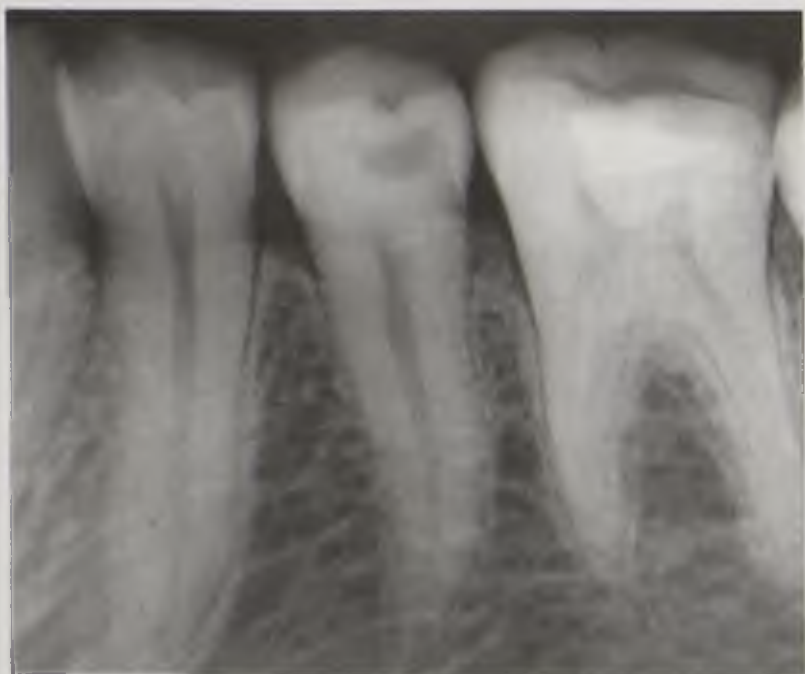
Контактная рентгенограмма зубов. Норма
